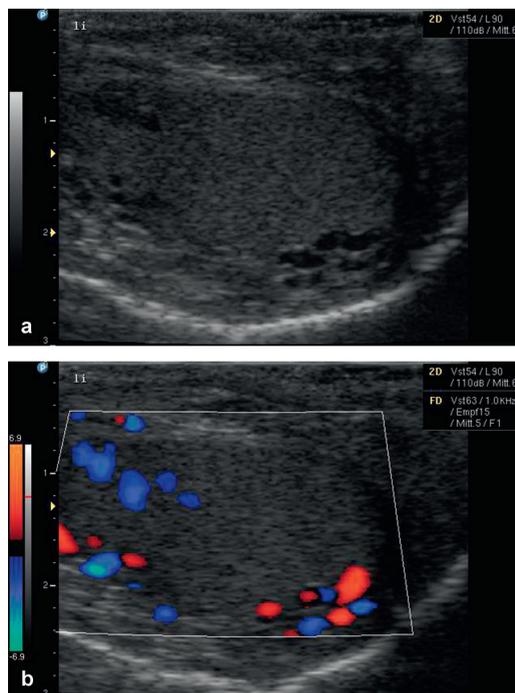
Sonografische Bilder einer intratestikulären Varikozele links [P294]
